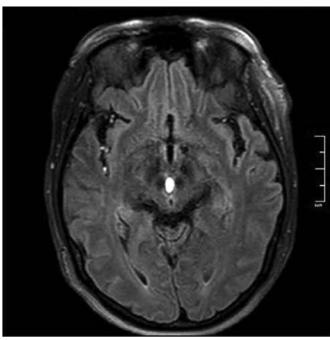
Ressonância magnética corte axial, sequência flair
